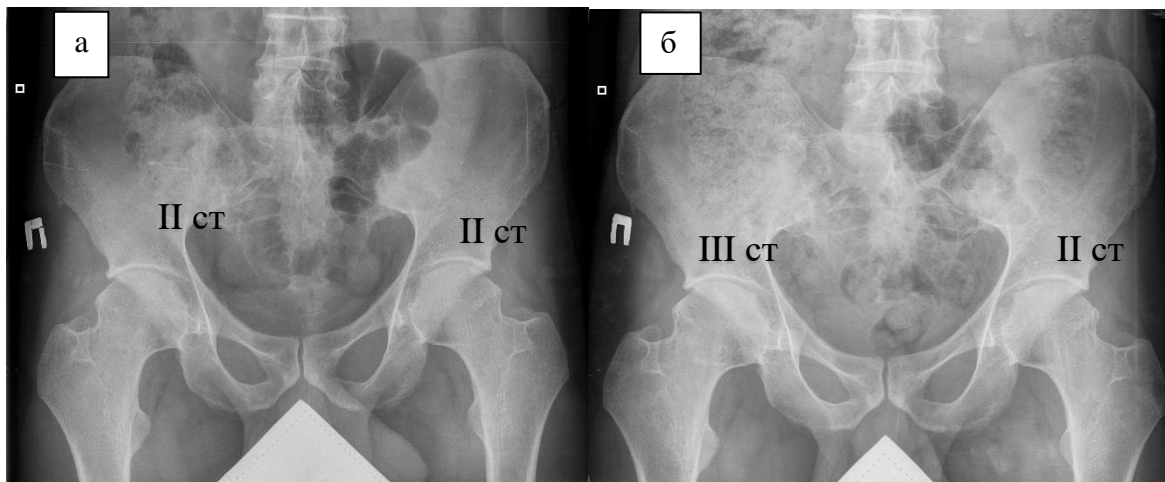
Больной Г. Обзорная рентгенография костей таза: а) исходно; б) через два года
